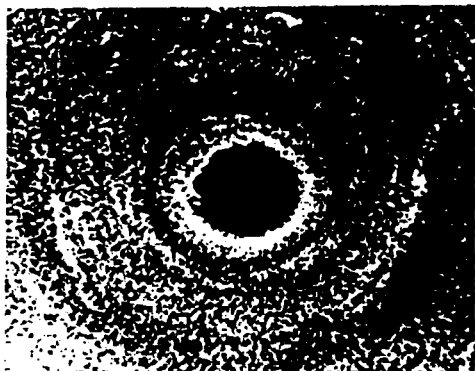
Ultrasonido rectoanal, sujetos sanos. Esfínter anal interno en reposo, los marcadores indican el grosor muscular.
